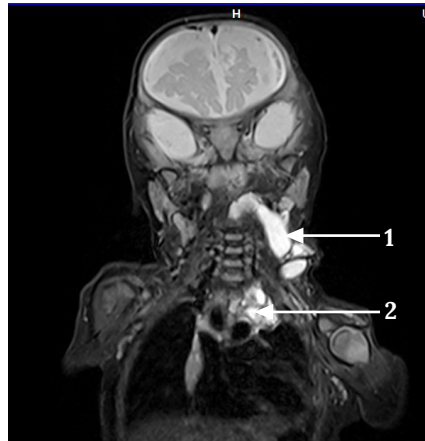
Дівчинка Ш., 7 місяців. Кістозна ЛМ ший і верхнього середостіння: МРТ в режимі Т2, коронарна проекція – кістозне утворення з численними перетинками в ділянках ший (1) та верхнього середостіння (2).
